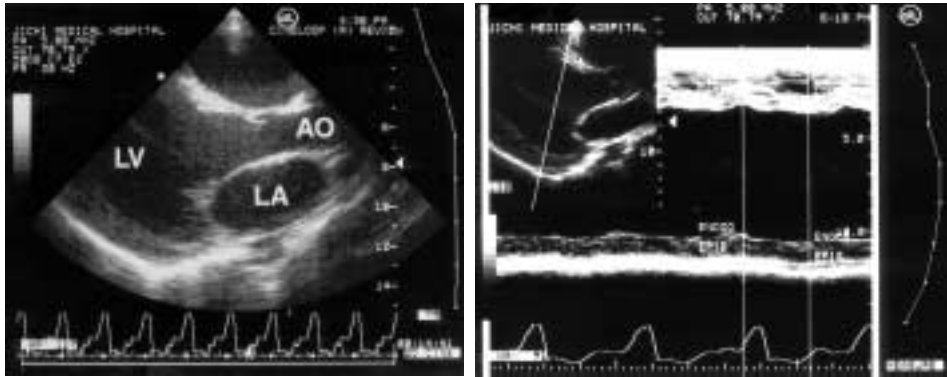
Echocardiography on admission.
